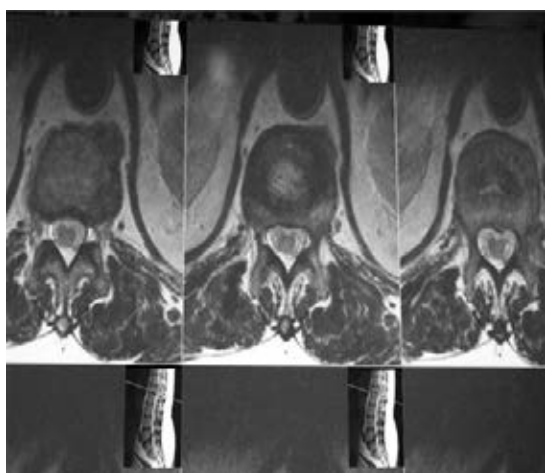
Corte axial de resonancia magnética de la columna vertebral, en la zona de L1, sin lesión ósea evidente.
